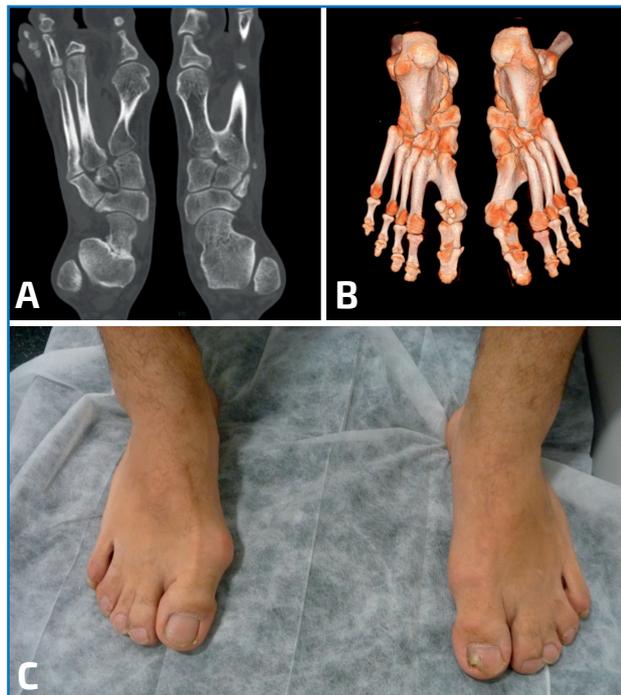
Con frecuencia observamos coaliciones tarsianas en un paciente con un síndrome malformativo. En el caso de esta figura se aprecian, en imágenes de tomografía computarizada, coaliciones calcaneocuboideas (A), intermetatarsianas (B) y sindactilias (C).
